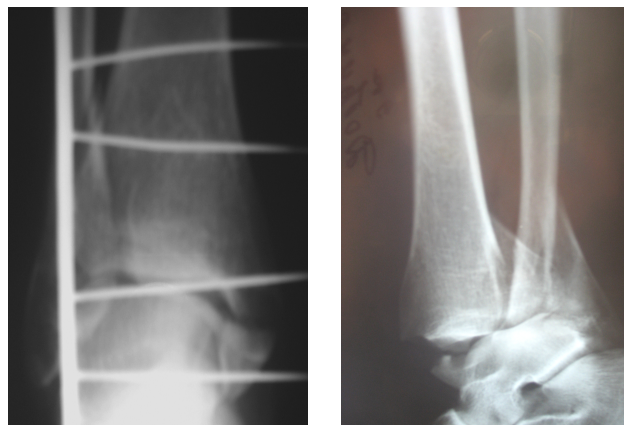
Рентгенограммы голеностопного сустава пациентки Д. при поступлении в стационар: а – прямая проекция; б – боковая проекция.
